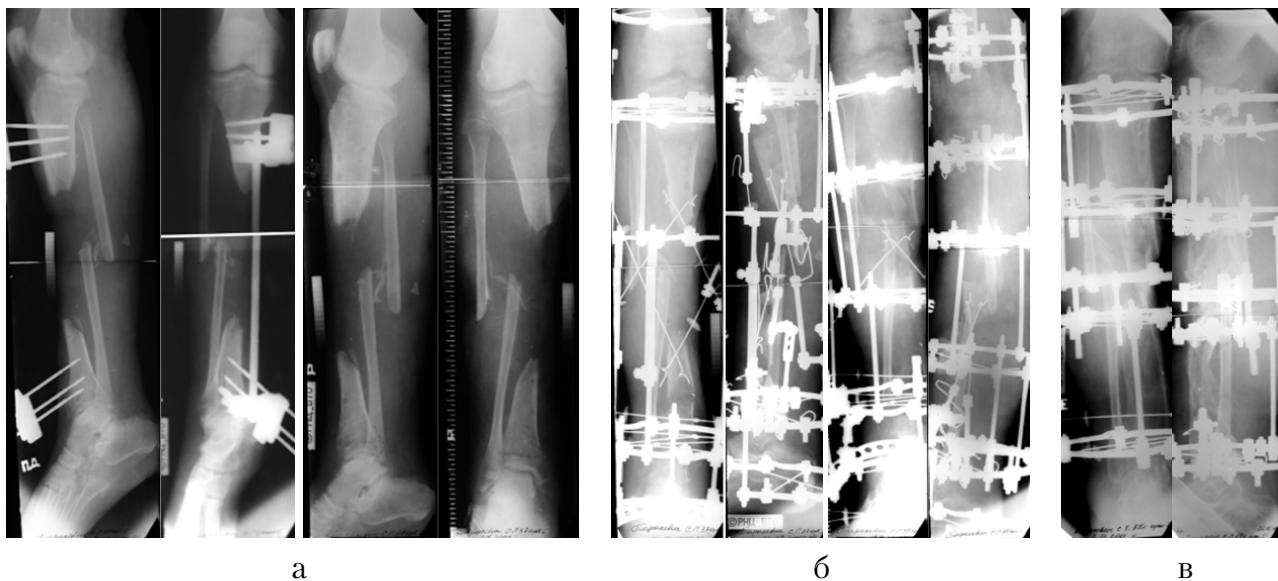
Рентгенограммы больного Т.: а – при поступлении в Центр; б – в процессе перемещения фрагментов; в – после выполнения открытой адаптации концов отломков.
